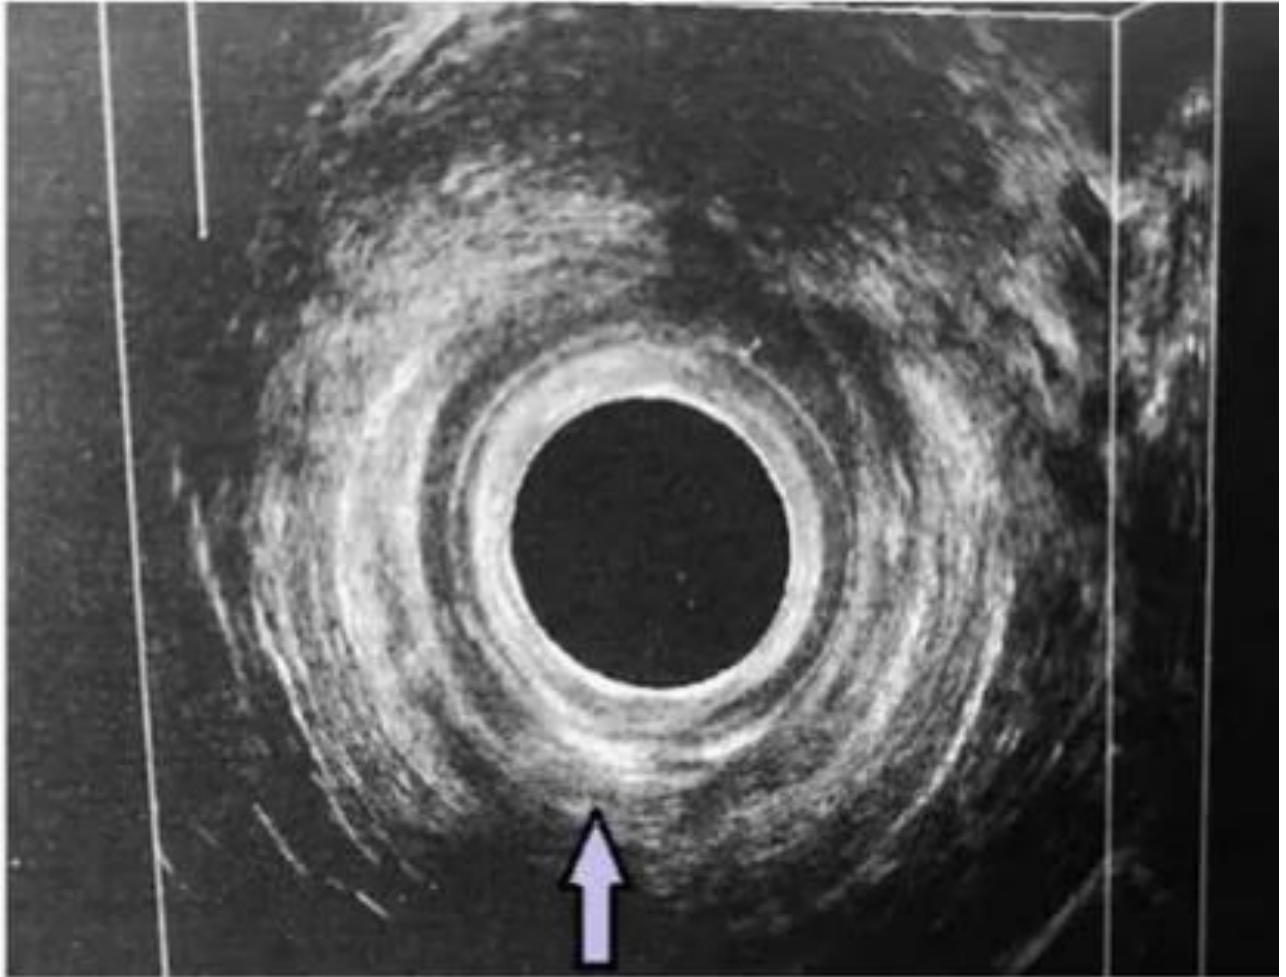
Ecografía endoanal de paciente con fistula perianal compleja. La flecha de la imagen muestra un trayecto hiperecogénico correspondiente a una fístula transesfinteriana alta tras instilación de agua oxigenada
